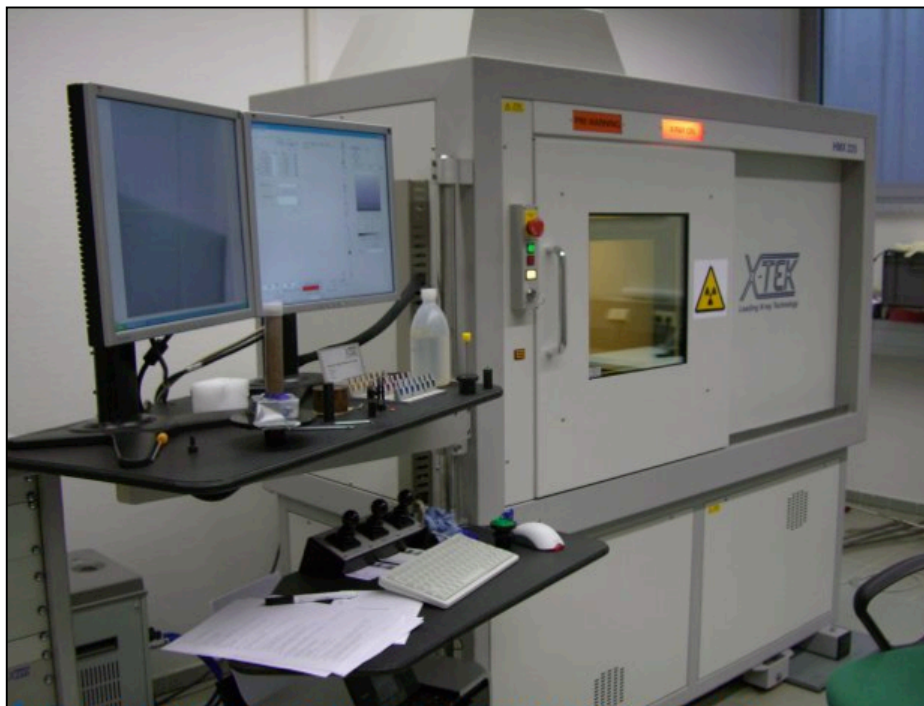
Sistema convencional de Micro-CT
